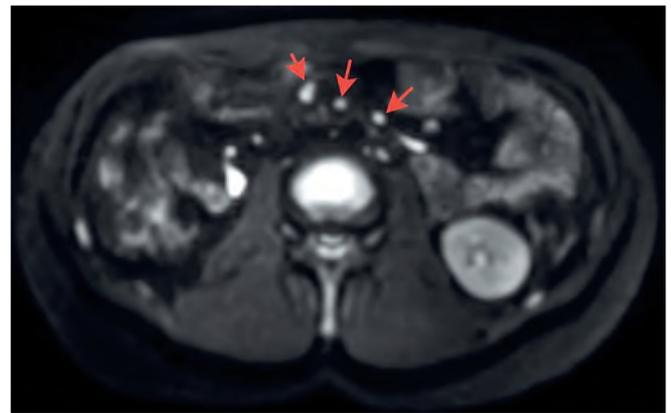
Пораженные мезентериальные ЛУ на предоперационной МРТ брюшной полости
